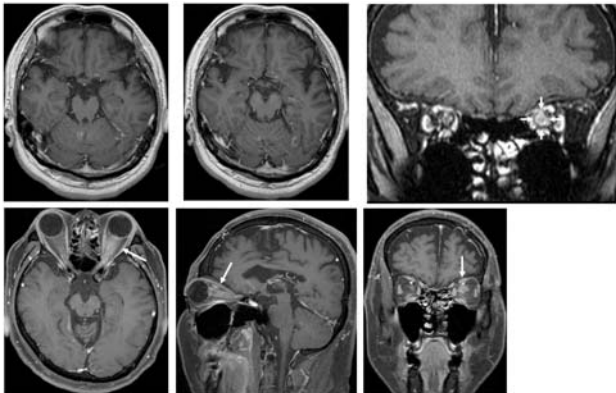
Gd造影MRI (初期治療後6年3ヶ月後)
